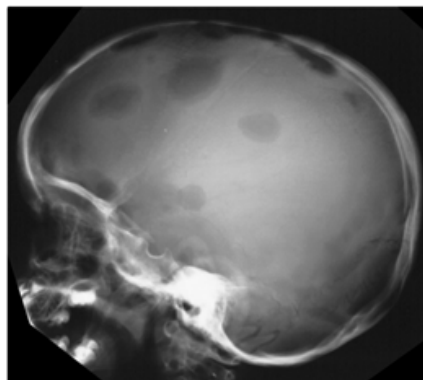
Radiologia esquelética, 2010. Imagem de uma radiografia de crânio lateral demonstrando lesões com bordas chanfradas por destruição variável das tábuas internas e externas.
